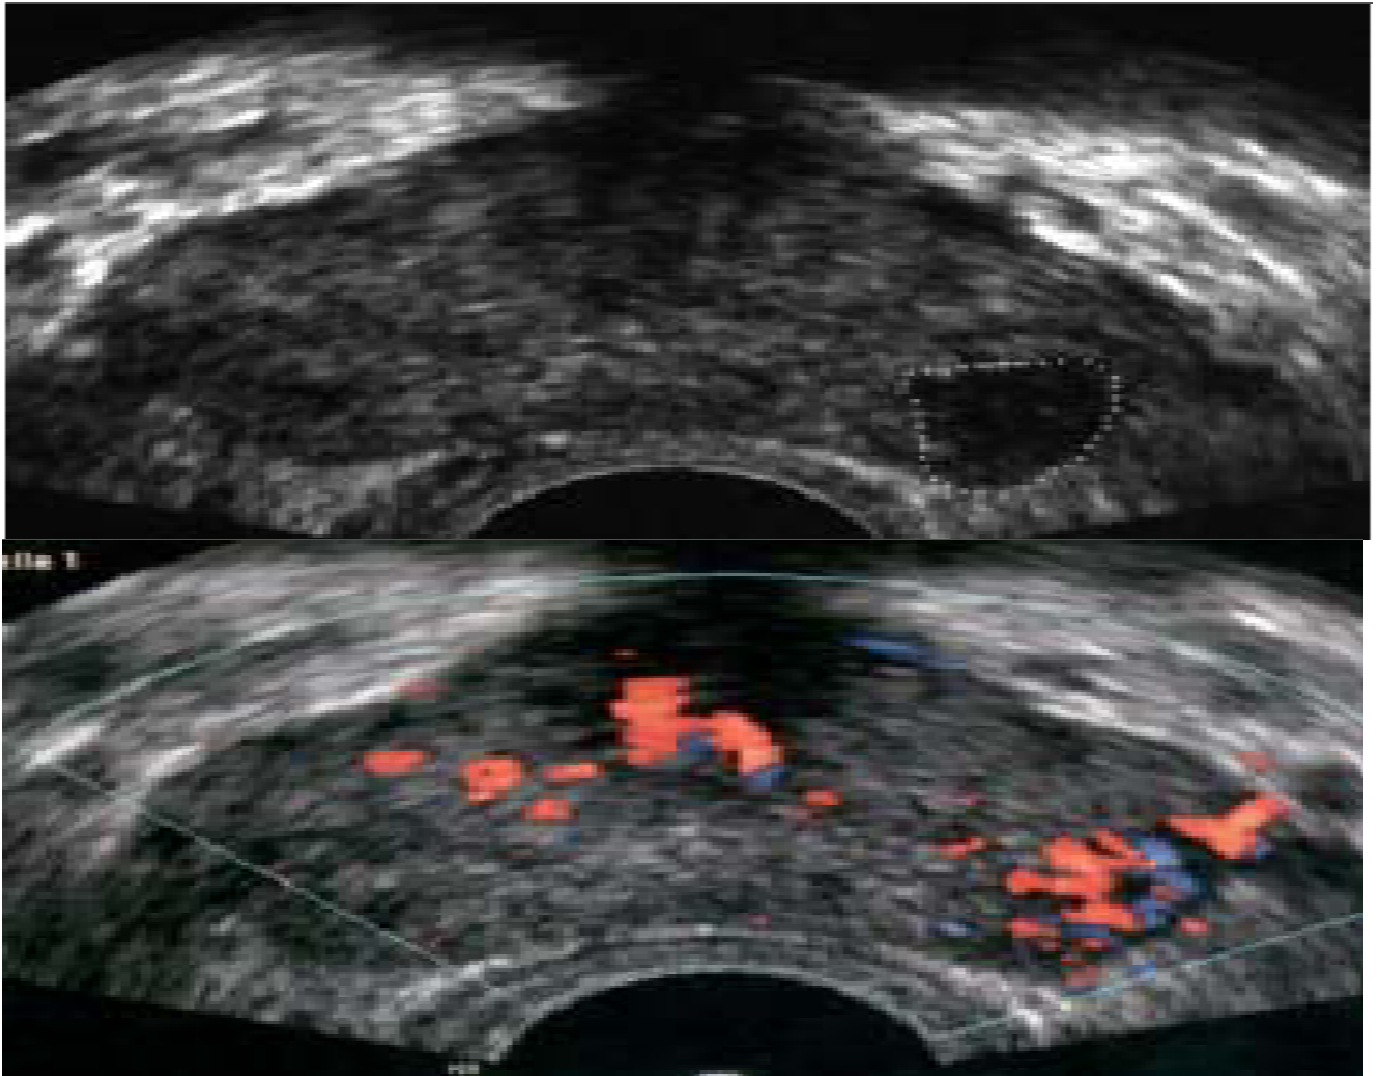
image hypoéchogène prostatique hypervascularisée au doppler. ⁴¹
